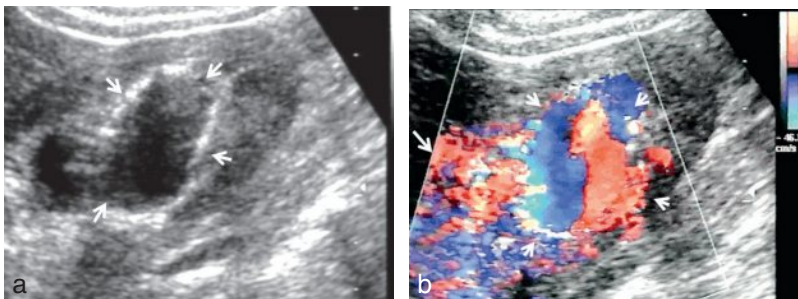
Malformation artérioveineuse anévrismale du rein droit. Large formation pseudo-kystique (flèches) du sinus rénal en échographie (a) dont le caractère circulant est bien démontré en Doppler couleur (b, têtes de flèches). Noter l'artefact périvasculaire (flèche) associé en rapport avec la communication artérioveineuse anormale.
